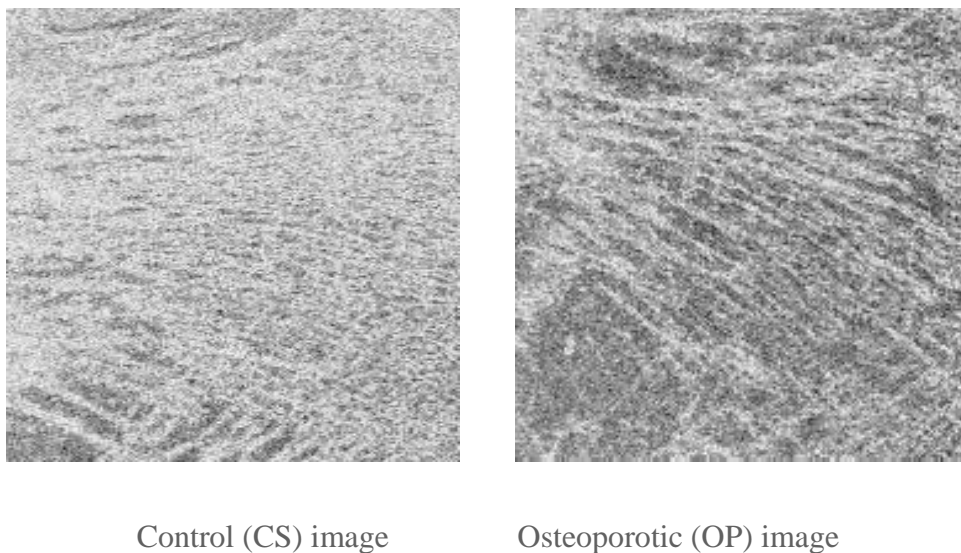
ROI IRM extrait d'un sujet CS et d'un patient OP.
